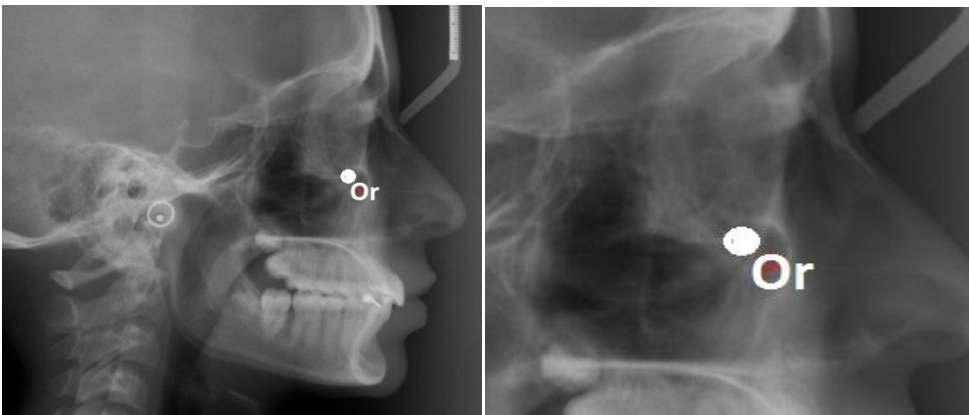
Orbitale - aspect radiografic
